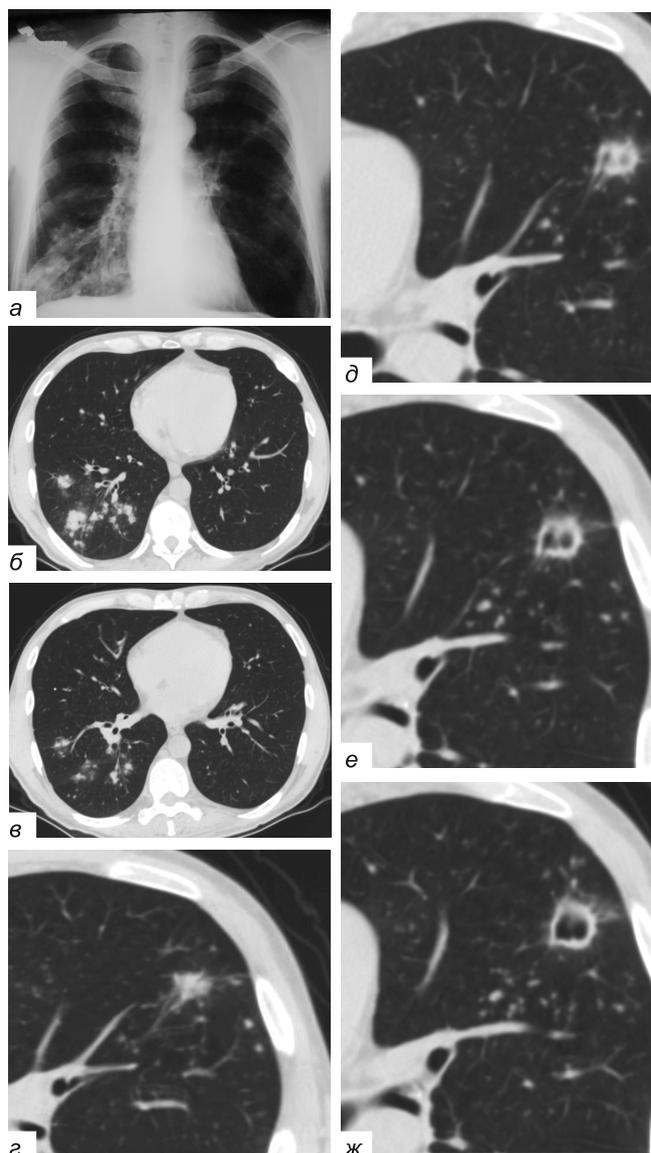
Обзорная рентгенограмма пациента А. — а; срезы МСКТ — б—ж.
